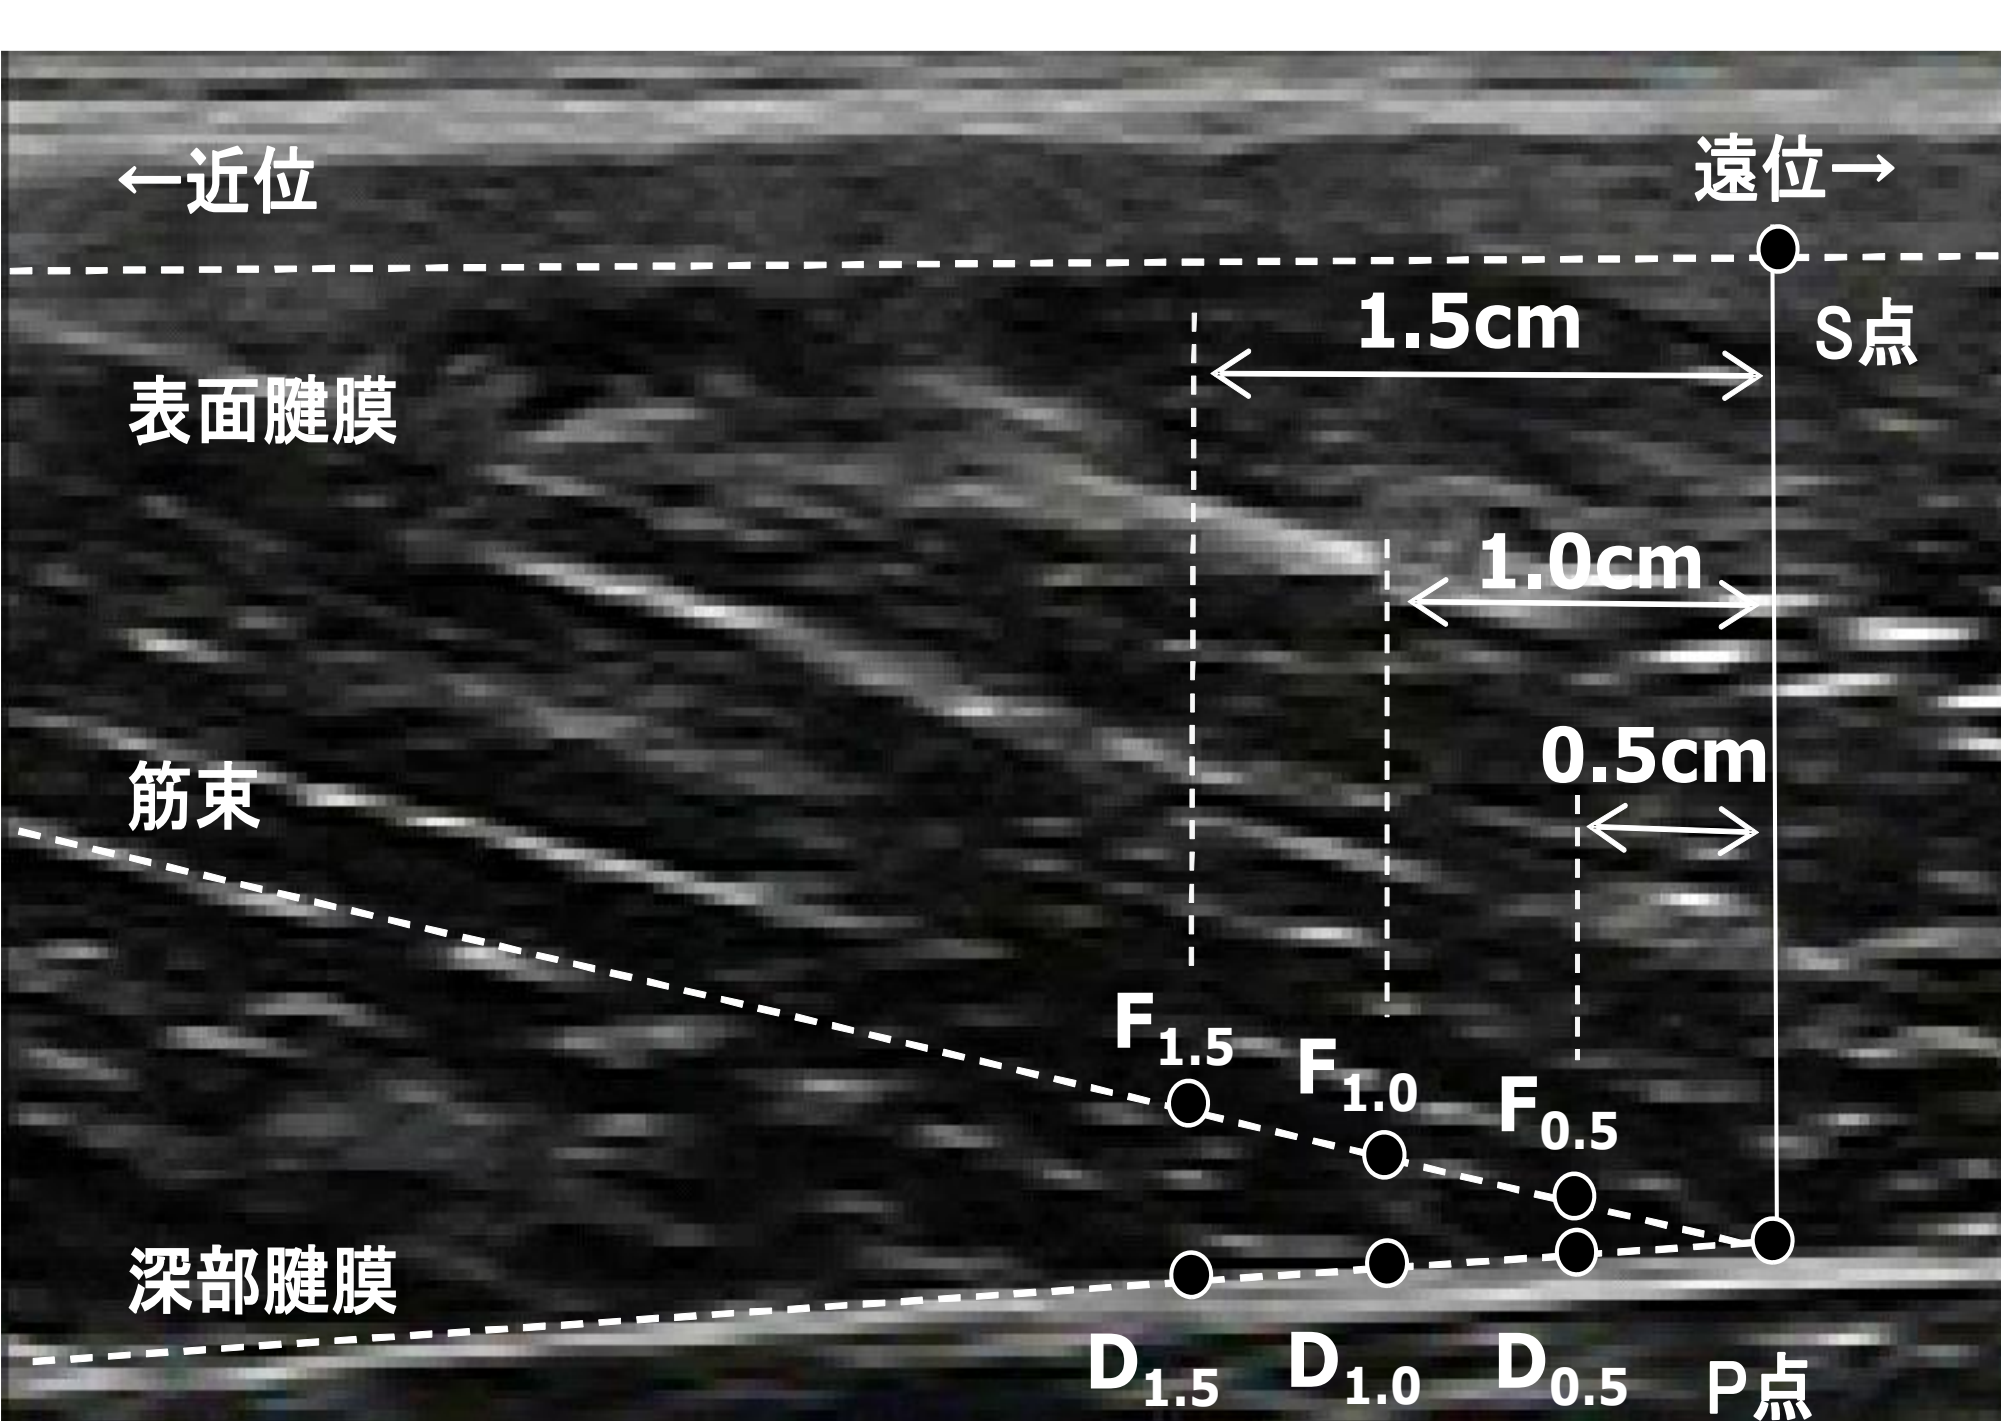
外側広筋における超音波画像とその分析点
